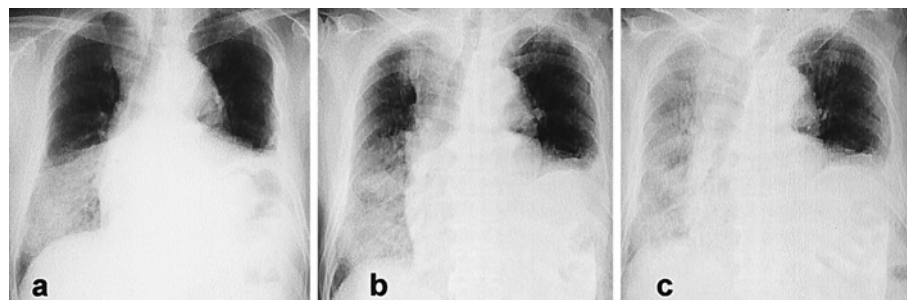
Chest radiograph of case 2. He had undergone left lower lobe lobectomy for lung cancer 4 years ago. (a) Radiograph obtained on admission shows a right lower lobe consolidation. Serum KL-6 was 190 U/ml. (b) Radiograph obtained on the 7th hospital day demonstrates increased extent of disease in the right middle lung field with ground-glass opacities. The serum KL-6 level was 713 U/ml. (c) Radiograph obtained on the 15th hospital day shows diffuse ground-glass opacities in the right lung. The serum KL-6 level was 1,620 U/ml.
